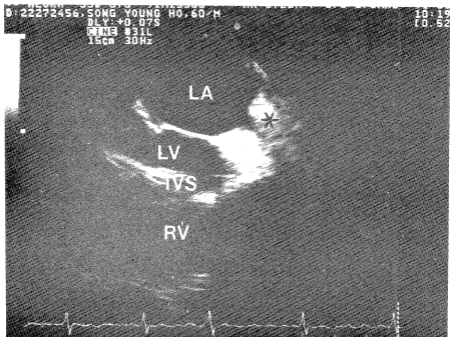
Transesophageal echocardiography showing a left atrial thrombus (*). LA, left atrium; LV, left ventricle; IVS, interventricular septum; RV, right ventricle.
